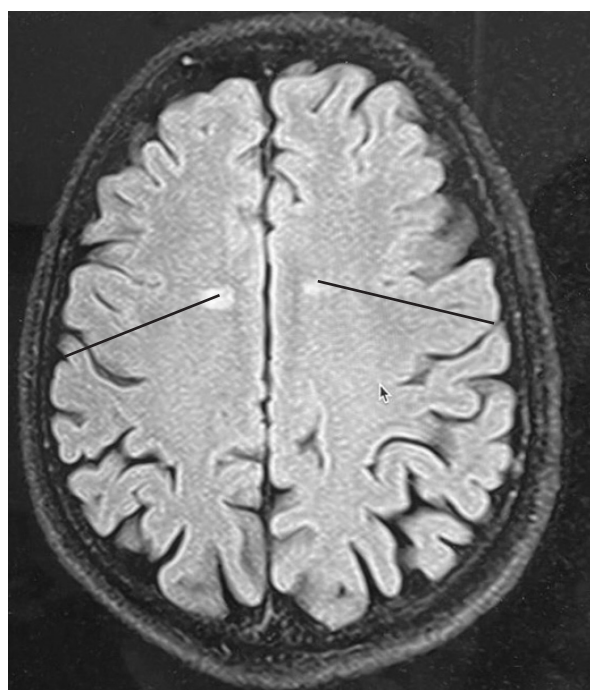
Магнитно-резонансная томография головного мозга (поперечная проекция) пациентки М. Очаги лейкоареоза, постконтузионного характера (деструкции белого вещества коры больших полушарий).
